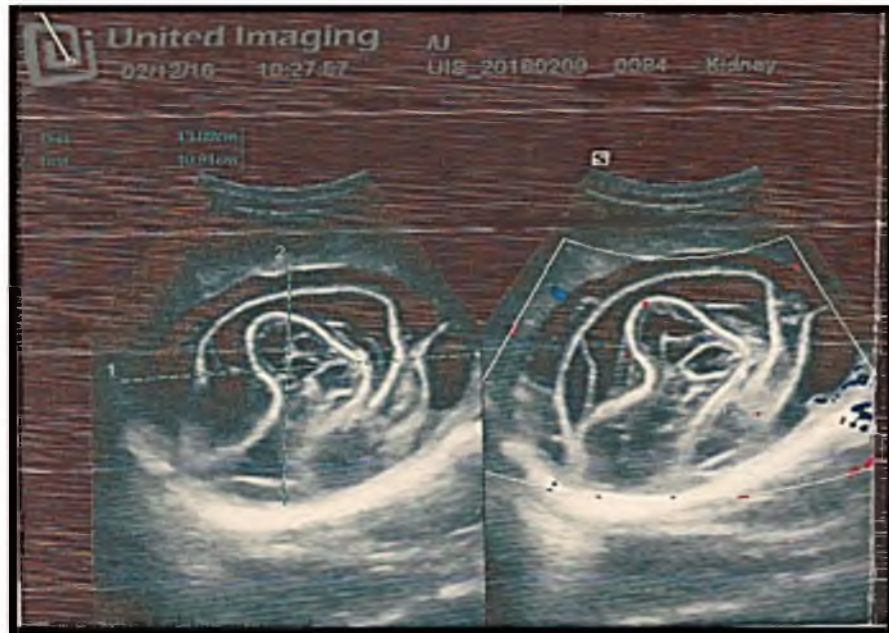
УЗИ. Эхинококковая киста СЕ4 по ВОЗ. Гетерогенное гипозоногенное содержимое кисты по типу «клубка шерсти»
